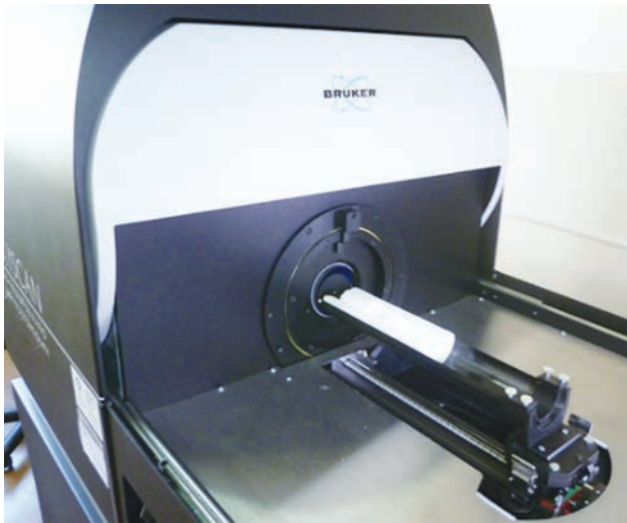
Высокорастворяющий рентгеновский микротомограф «Skyscan 1176» («Bruker»).
